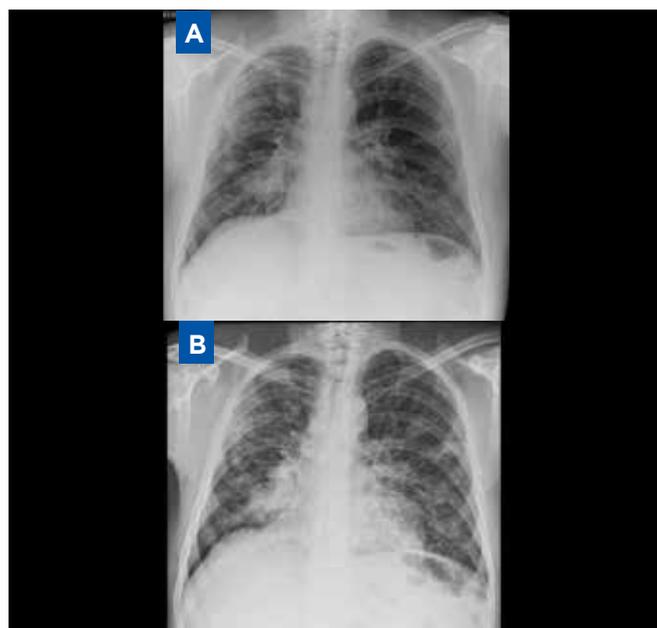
A. The chest radiograph shows a thin nodular interstitial pattern in both pulmonary fields, predominantly on the right. It is associated with nodular opacities and consolidation area in the right paracardiac region and decreased lung volume. B. Bilateral accentuation of the micronodular interstitial pattern. The area of consolidation and nodular opacities persist in both pulmonary fields, denoting chronicity in the findings. Three years of difference in one and another image.
